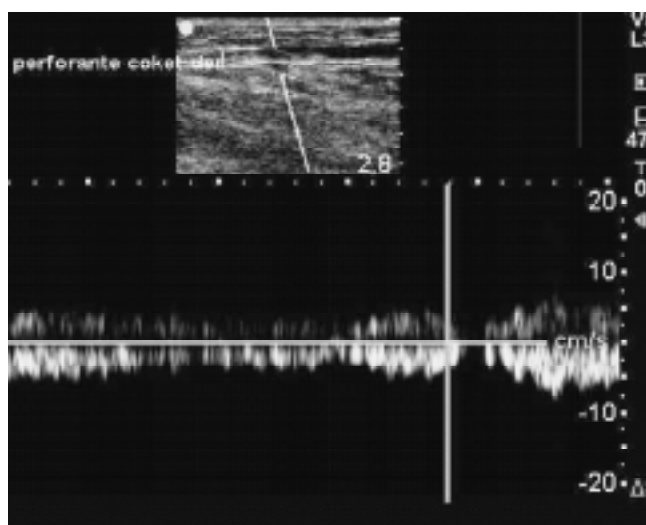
Imagen ultrasonográfica donde se identifican los sitios de reflujo.
